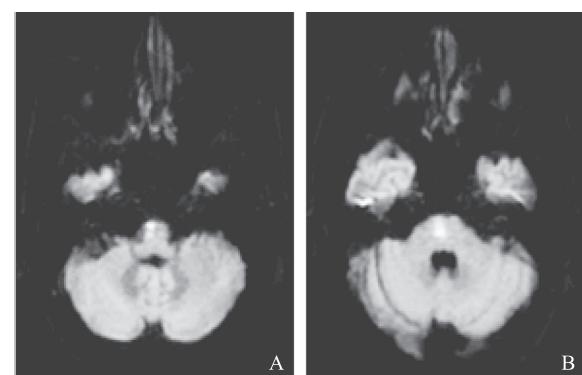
头颅 MRI-DWI 示桥脑右侧(A)和延髓右侧(B)急性梗死
